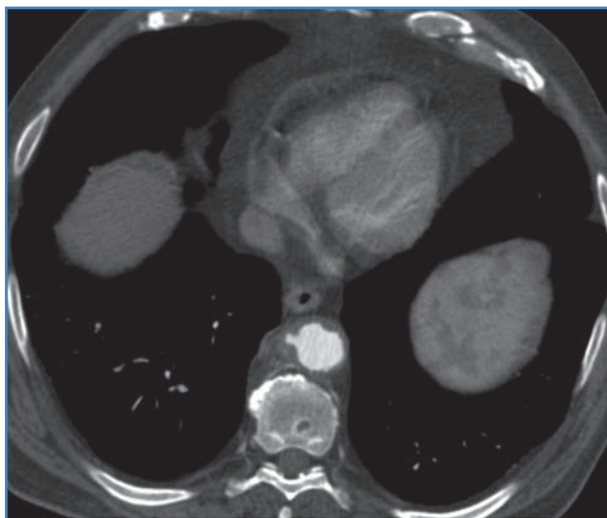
Corte axial de angio TAC torácico. Progresión de la aortitis a úlceras aórticas.
